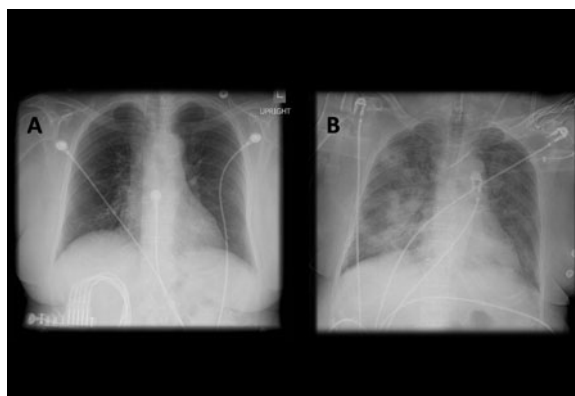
A. Radiografia torácica portátil ortostática antes da aspiração; B. Radiografia torácica 1 hora após a aspiração, mostrando infiltrados alveolares difusos bilaterais, piores nas bases do lado direito
